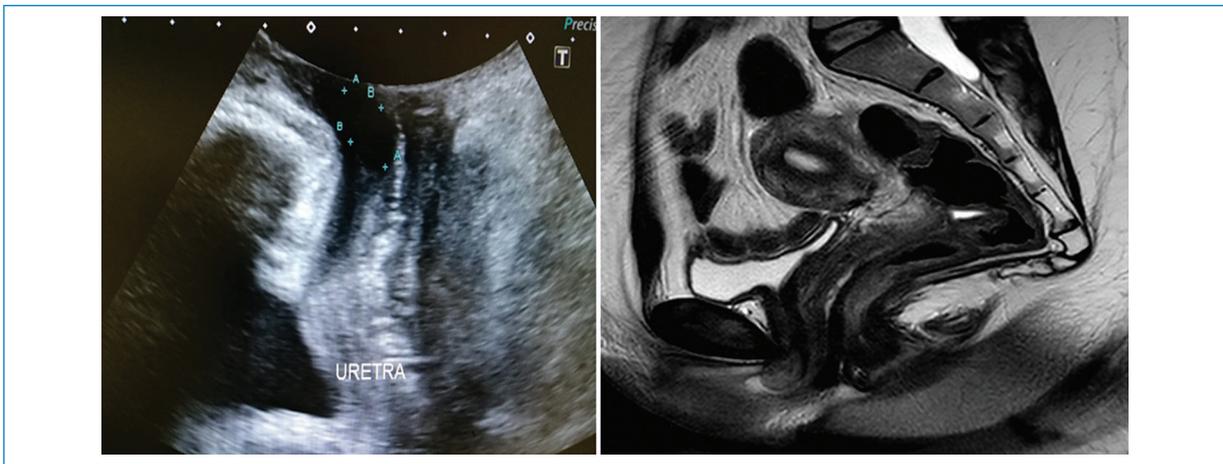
En la ecografía se observa una lesión hipoeoica en la luz uretral. En la RM se identifica una lesión levemente hiperintensa en secuencia sagital T2 que protruye hacia el meato uretral externo, en relación con un pólipo fibroepitelial confirmado por anatomía patológica.
